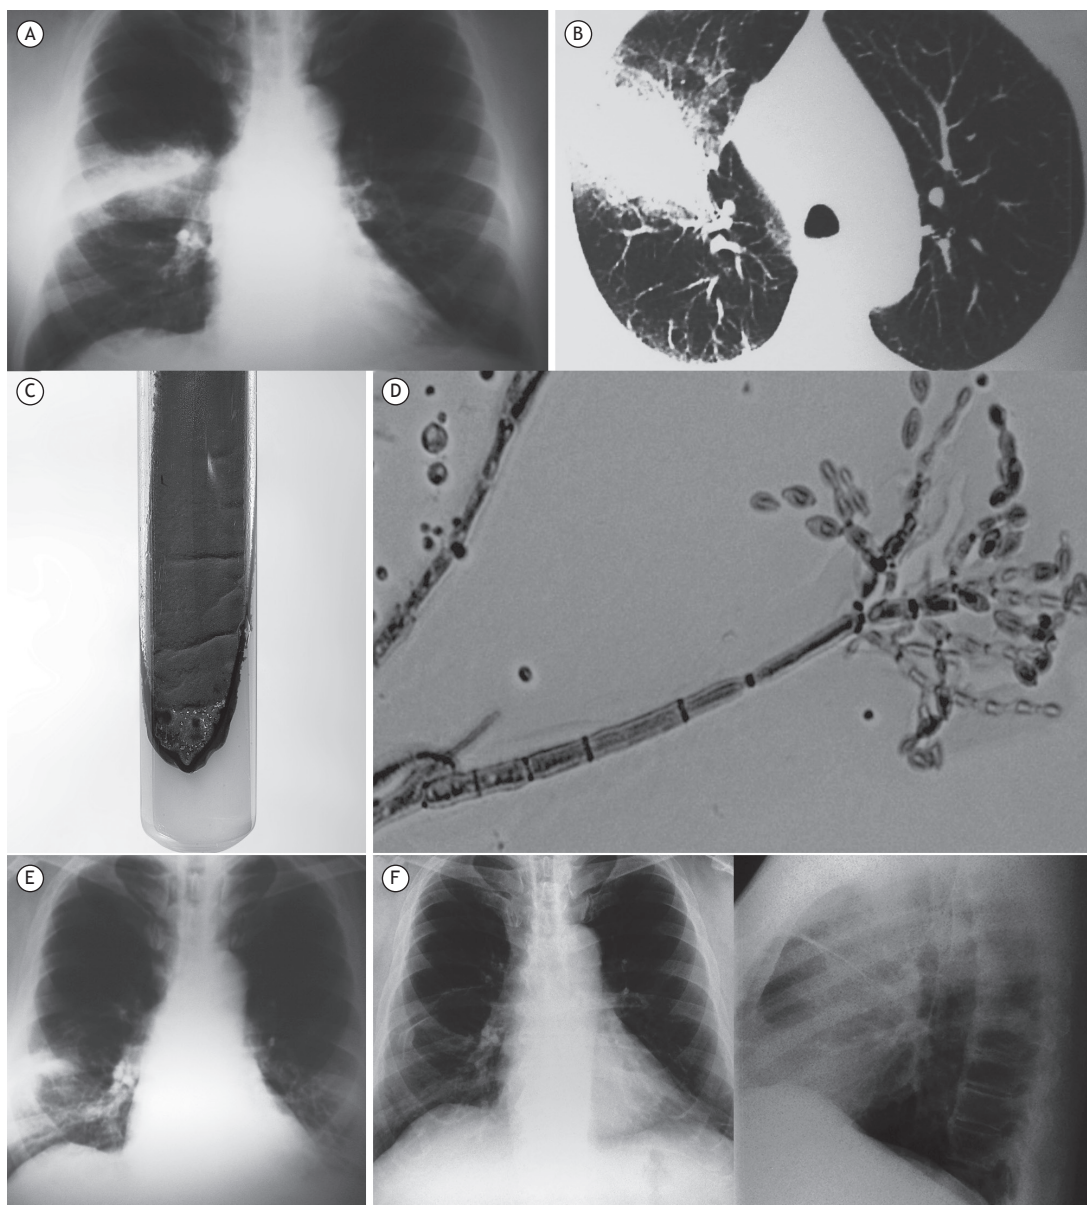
Em A, radiografia de tórax, realizada antes do tratamento, mostrando opacidades no lobo superior direito. Em B, TC de tórax, realizada antes do tratamento com itraconazol, mostrando opacidade com halo em vidro fosco no lobo superior direito. Em C, colônia de *Cladosporium cladosporioides* em cultura de fragmento de biópsia pulmonar mostrando características microscópicas típicas de *C. cladosporioides*. Em D, fotomicrografia da cultura micológica em lâmina de vidro corada com azul-algodão (aumento, 400×). Em E, radiografia de tórax mostrando boa resolução após dois meses de tratamento com itraconazol. Em F, radiografias de tórax de controle, realizadas três anos depois, mostrando resolução completa da infecção.
